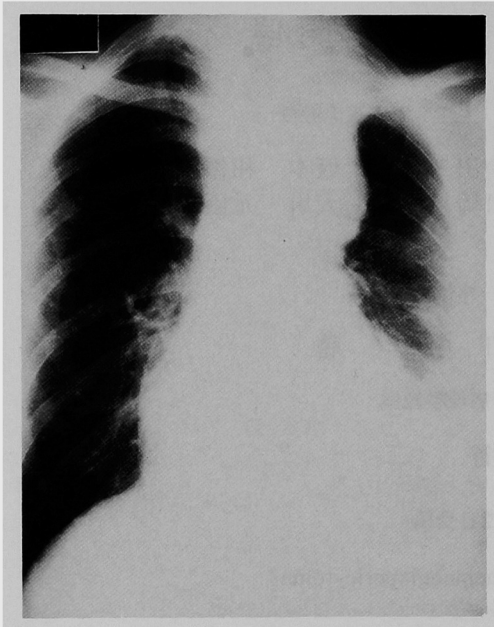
昭和63年3月 胸部単純X線 左胸腔内ほぼ全体を占める腫瘍と胸水の貯留を認める。
